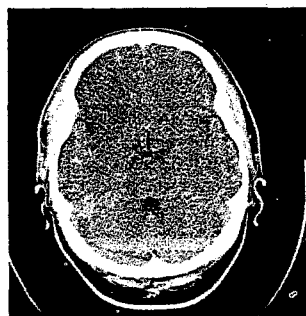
Non contrast brain CT performed 24hours after the ictus: An area of low density is seen at right frontal lobe which is the territory of the superior division of MCA.
